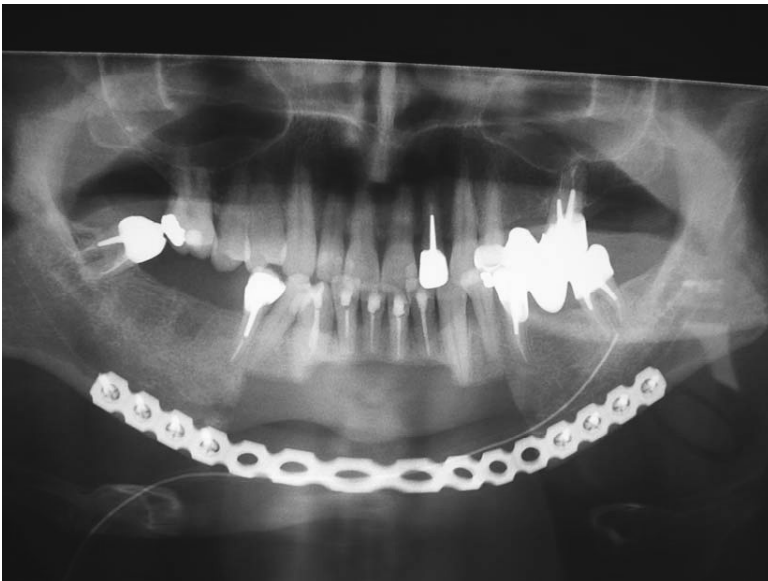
Orthopantomogramme après chirurgie interruptrice. Les blocs incisif et canins ont été préservés après dévitalisation
